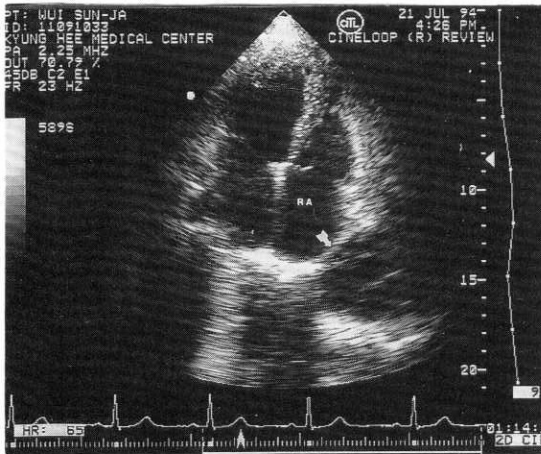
Echocardiographic finding (apical 4 chamber view) : a round echo-free mass (arrow), contained band-like structure at the anterolateral site of the right atrium (RA).
